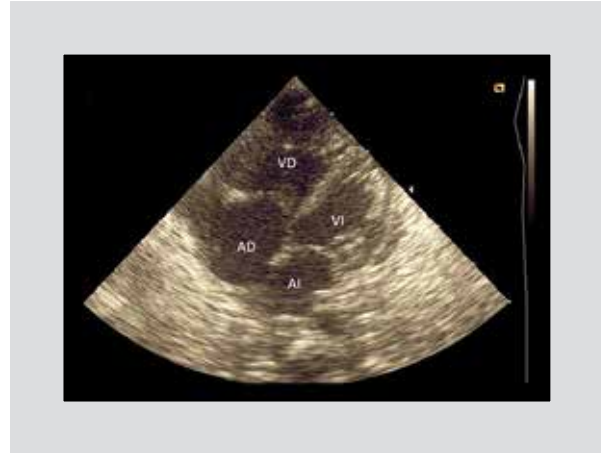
Ecocardiograma posterior a pericardiocentesis.
